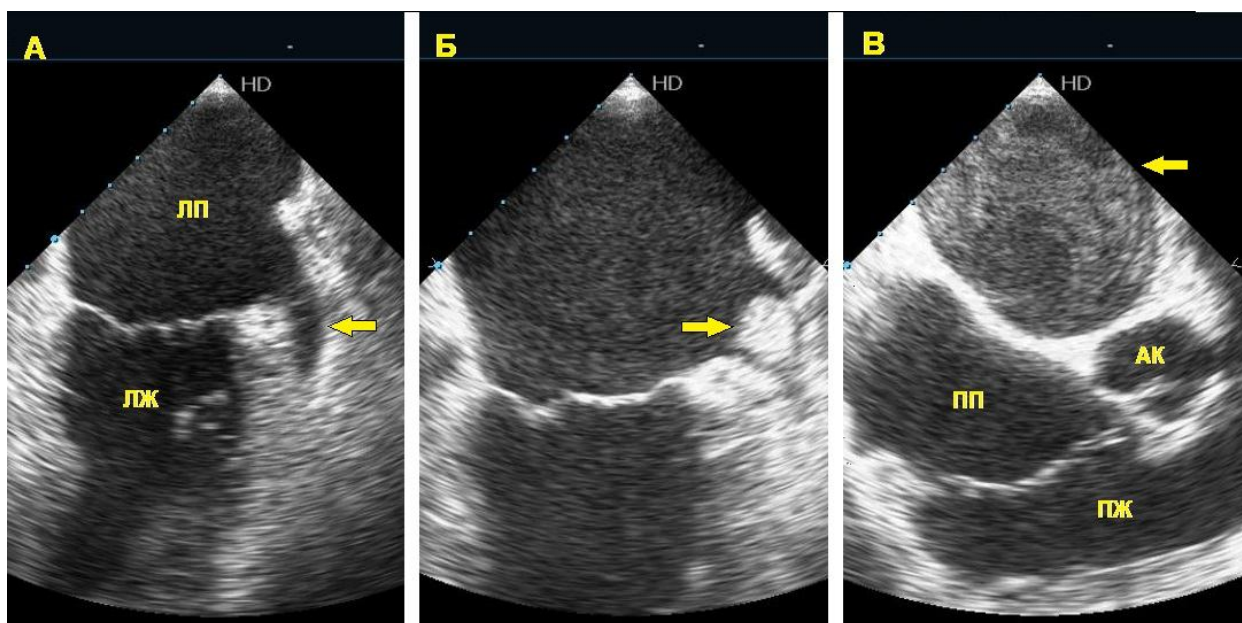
Чреспищеводная эхокардиография. А — среднепищеводная продольная двухкамерная позиция. Стрелка указывает на ушко левого предсердия. Б — стрелка указывает на тромб в ушке левого предсердия. В — среднепищеводная поперечная позиция. Стрелка указывает на спонтанное контрастирование в левом предсердии. ЛП — левое предсердие, ЛЖ — левый желудочек, ПП — правое предсердие, ПЖ — правый желудочек, АК — аортальный клапан
